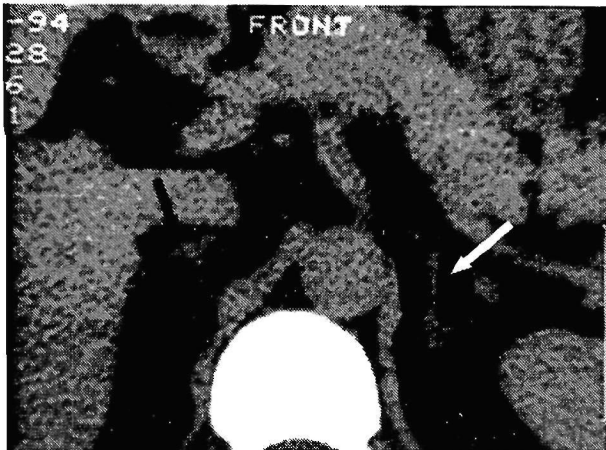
Ald/PRA 比と血中DOCの高値を呈した高血圧患者 (group 3a) の副腎CT スキャン。軽度の両側副腎過形成を認め、左副腎は一部結節性となっている。
